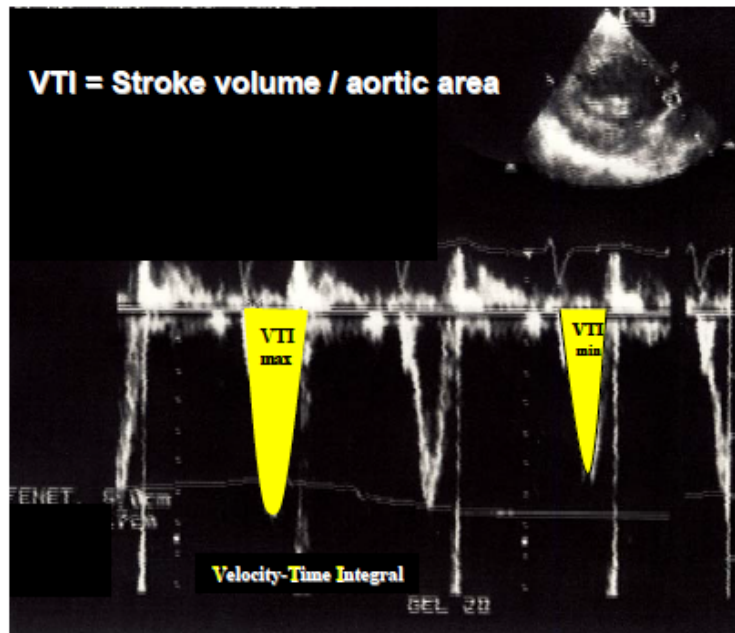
Méthode de mesure de l'ITV en mode Doppler d'après [41]
